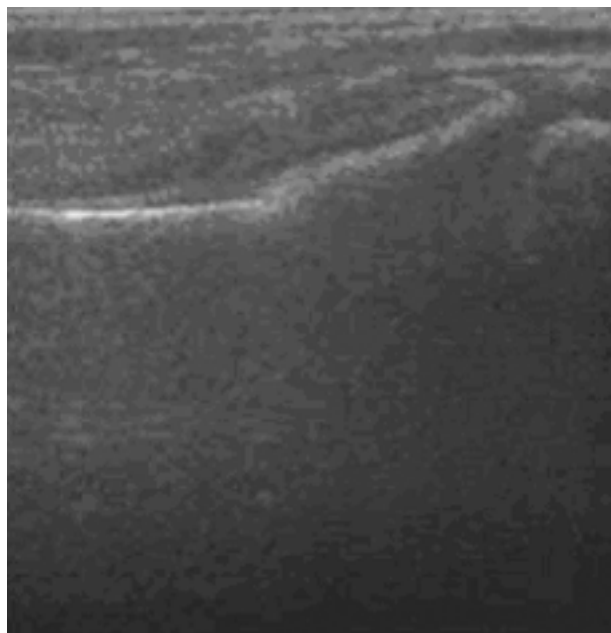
An ultrasonographic image of a subperiosteal hematoma in the region of the radial bone shaft and an image of periosteal bulging
